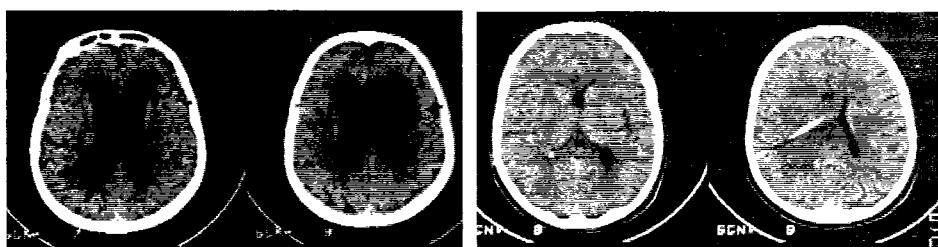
6. 1. Aspect CT pre și postoperator al unei hidrocefalii interne a adulțului
